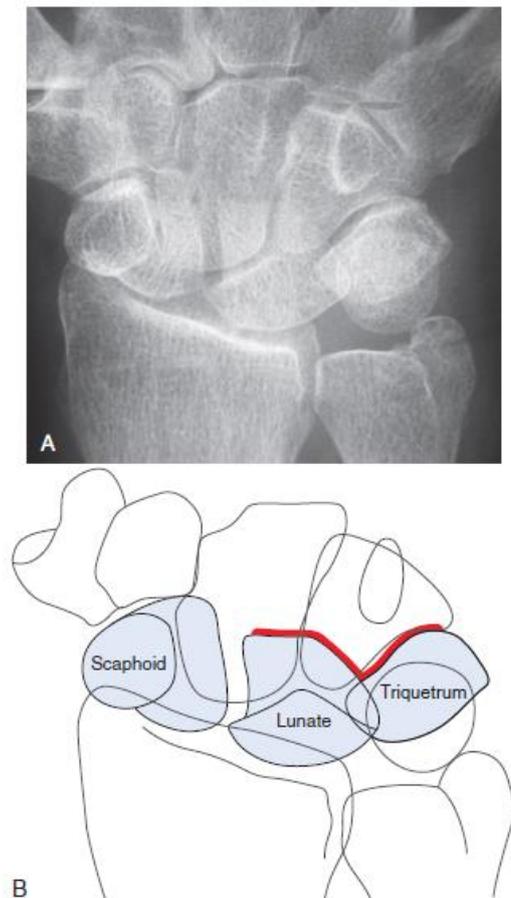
Radiographie d'un poignet de face montrant une instabilité luno-triquétrale [12]
